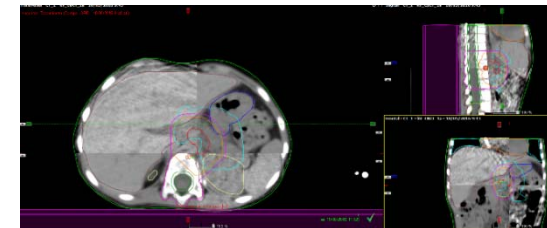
IGRT -CBCT, imagen propia
